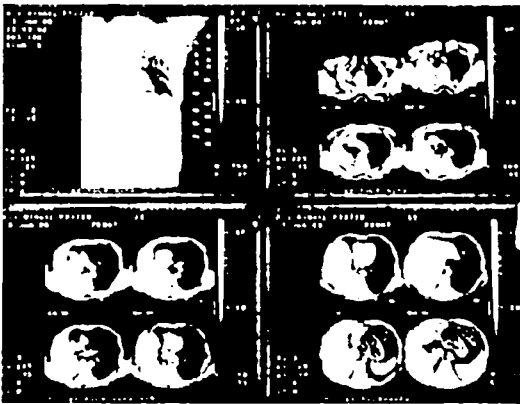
și 9. Examen CT toracic preoperator. Se observă atelectazia completă a plămânului drept și localizarea centrală a tumorii
